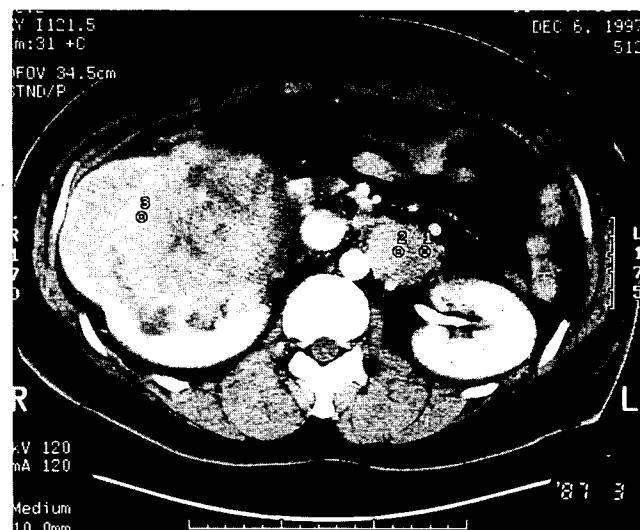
Preoperative abdominal CT shows 13×14 cm sized huge mass on right kidney and 3×4 cm sized, enlarged lymph node on paraaortic area
